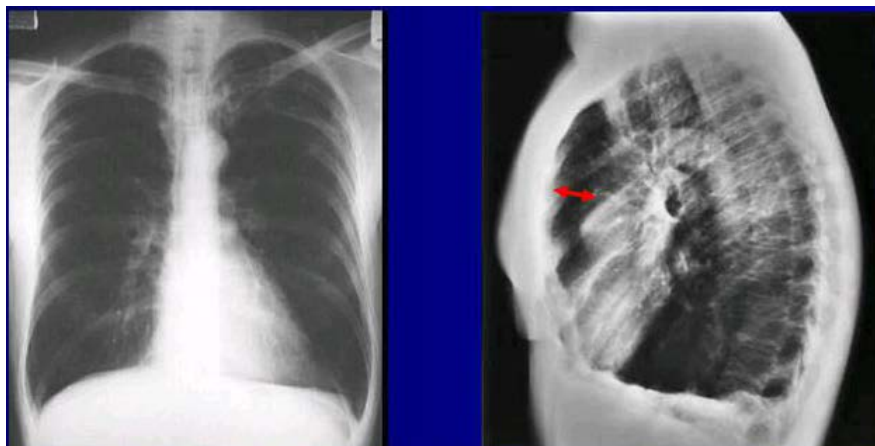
Рентгенограма хворого з ХОЗЛ. На рентгенограмах видно збіднення легеневого малюнка, розширення ретростерального пространства та ознаки гіперінфляції
